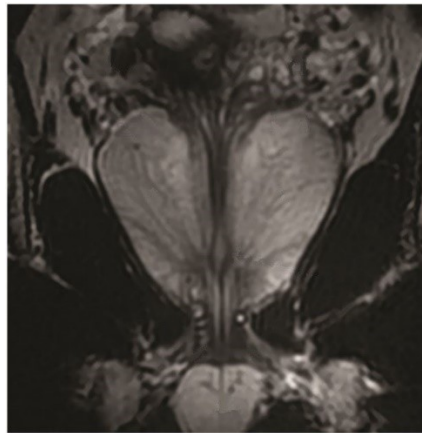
Imagem coronal da próstata feita com Ressonância Magnética Nuclear (RMN) [Figura modificada de BHAVSAR e VERMA, 2014].
